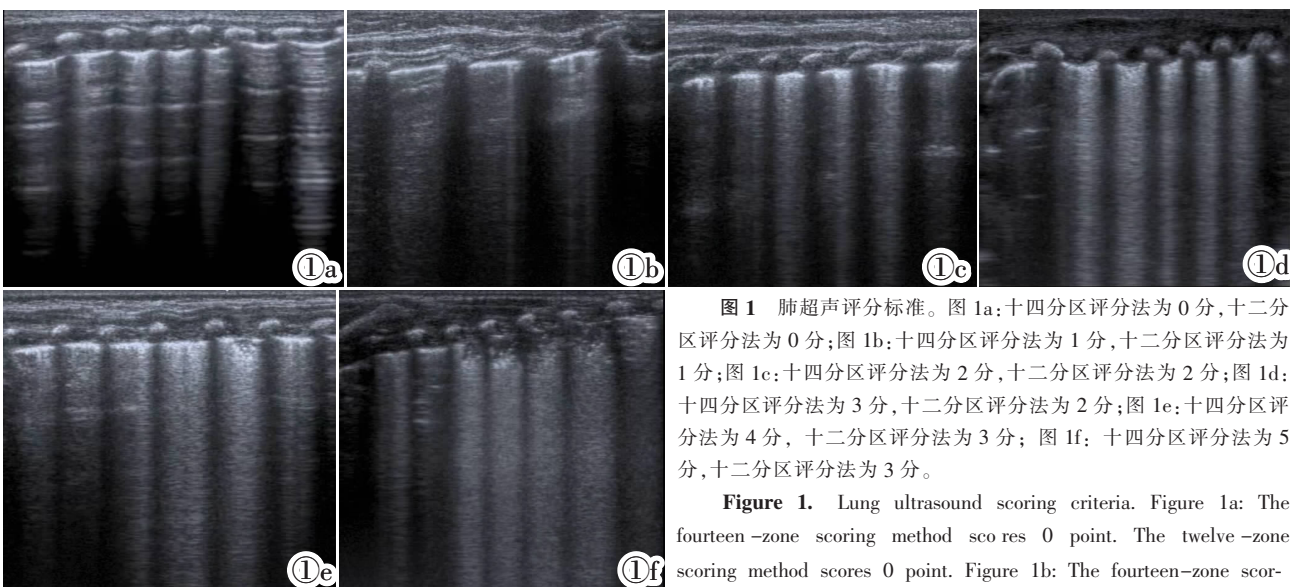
肺超声评分标准。图 1a:十四分区评分法为 0 分,十二分区评分法为 0 分;图 1b:十四分区评分法为 1 分,十二分区评分法为 1 分;图 1c:十四分区评分法为 2 分,十二分区评分法为 2 分;图 1d:十四分区评分法为 3 分,十二分区评分法为 2 分;图 1e:十四分区评分法为 4 分,十二分区评分法为 3 分;图 1f:十四分区评分法为 5 分,十二分区评分法为 3 分。
